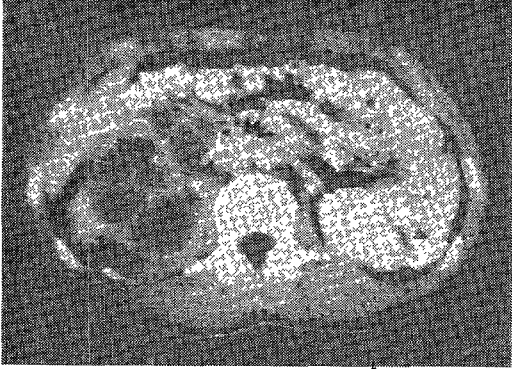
Abdominal CT reveals huge, mixed density mass with low fluid portion and multiple septations in the right retroperitoneal region below kidney.
